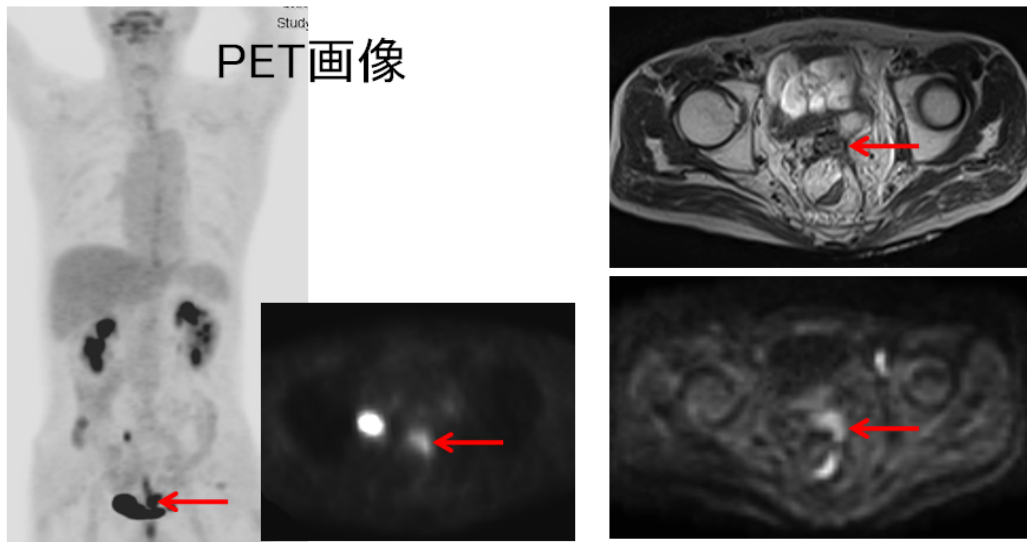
直腸癌局所再発症例:FDG-PET と T2 強調画像・拡散強調画像との比較
